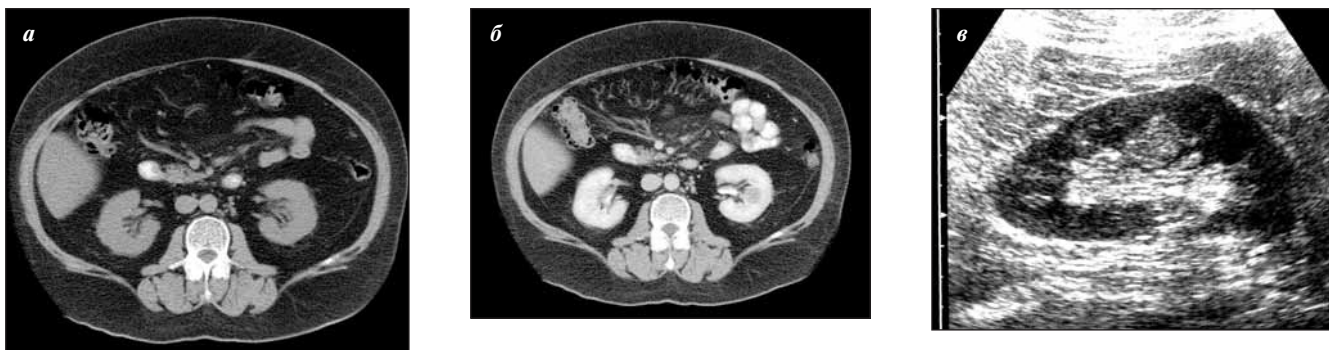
Почечная АМЛ с преимущественным интратенальным распространением: а – КТ; нативное исследование; образование практически не дифференцируется; б – КТ; нефрографическая фаза. В области ворот почки определяется округлое образование, накапливающее контрастный препарат меньше, чем паренхима, деформирующее почечный синус; в – УЗИ. Продольное сканирование. В средней трети почки на границе с почечным синусом определяется округлое образование умеренно повышенной эхогенности с наличием «сетчатой» внутренней эхоструктуры
